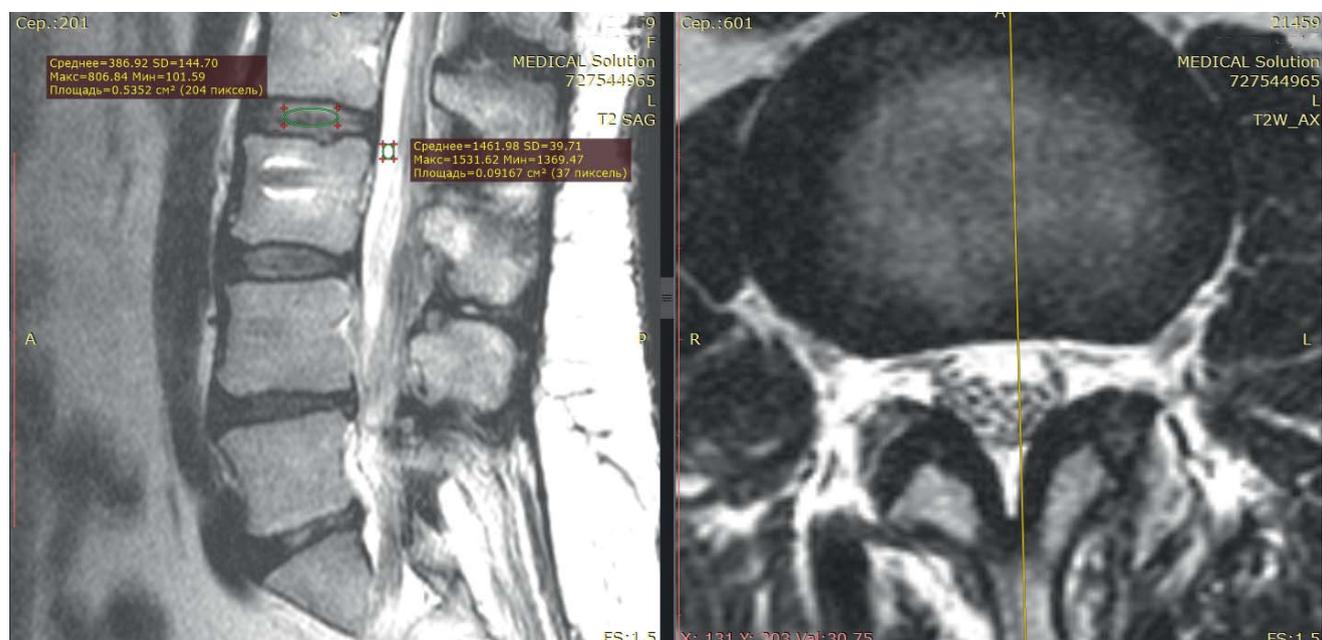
МРТ T2 взвешенное изображение в сагиттальной и аксиальной плоскости
